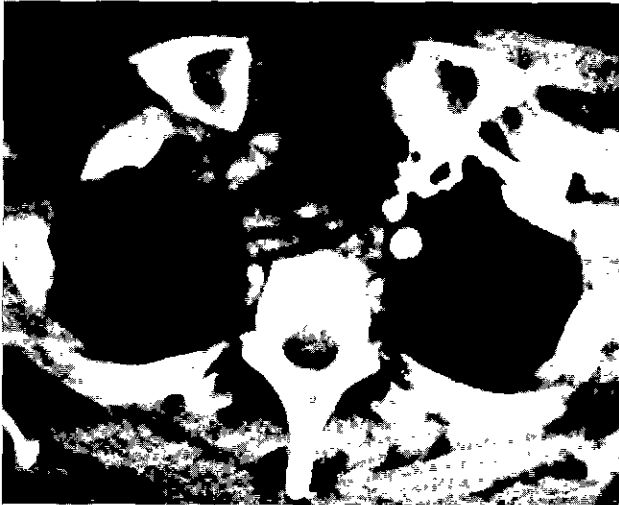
Chest CT. Tracheal neurilemoma. Endotracheal and extratracheal mass.
